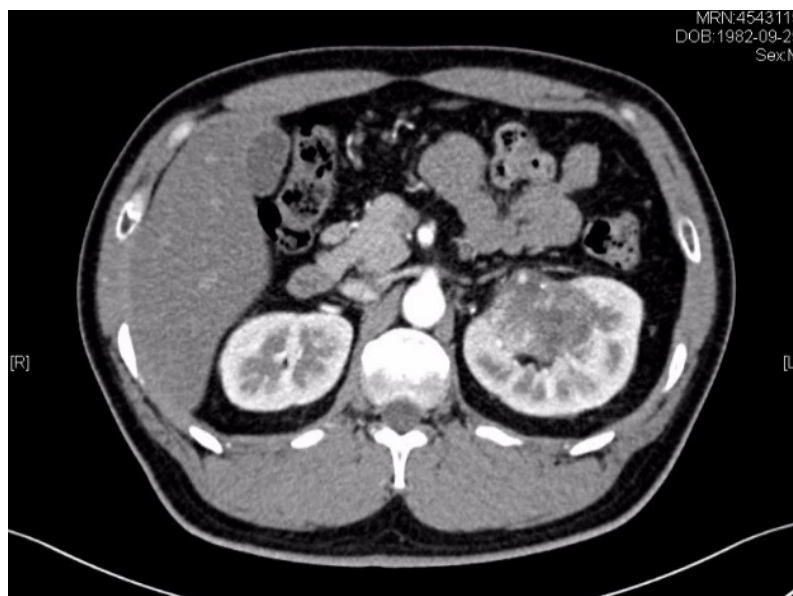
Enhanced CT of lower abdomen
